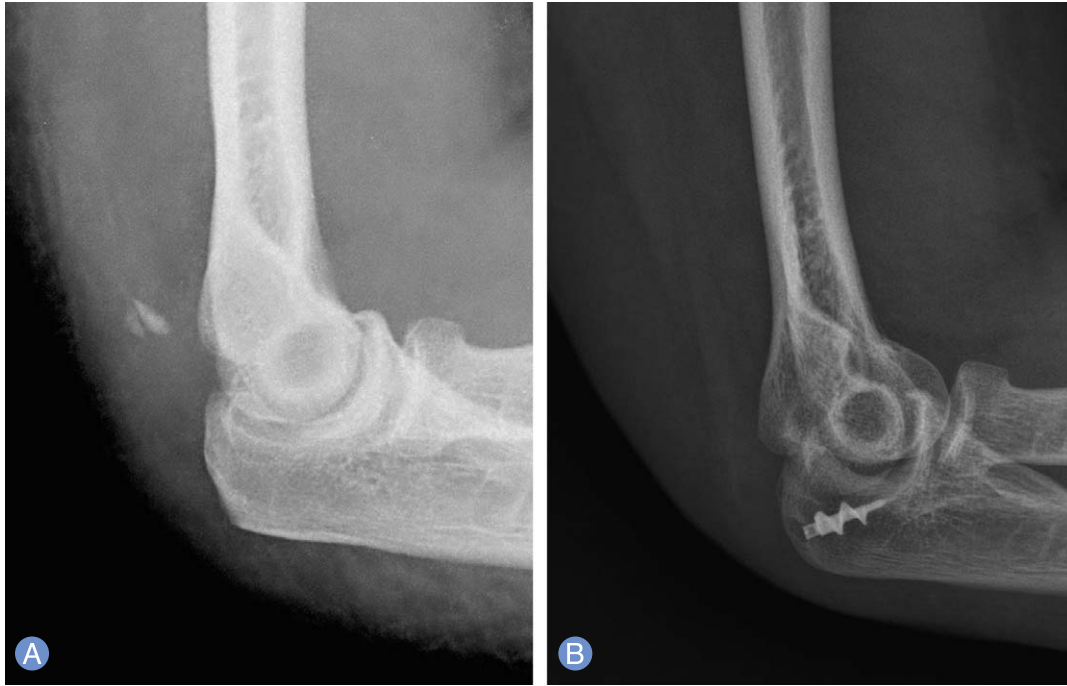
(A) Lateral radiograph showing a small bony fragment posterior to elbow joint. (B) Lateral radiograph at 28 months follow-up. Ruptured triceps tendon was repaired using suture anchor after the excision of small avulsed fragment.
